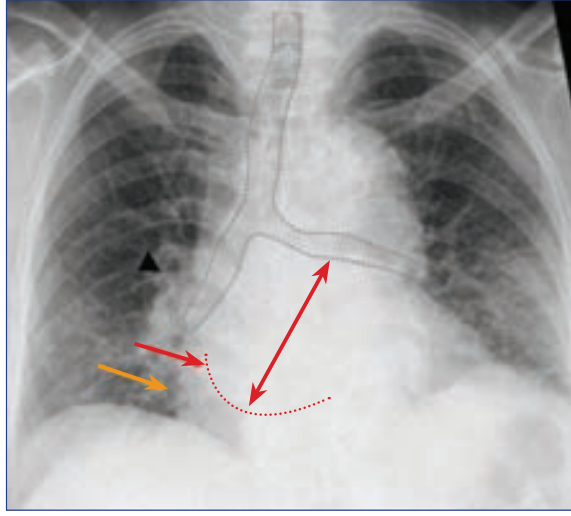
33: (A) Mitral stenozunda sol atriyum büyümesinde çift kontur (kırmızı ve turuncu oklar) ve karina açısının artışı ("iki başlı" sol atriyum ile itilen sol bronşu göstermekte) ile PA göğüs radyografisi. (B) Akut pulmoner ödemin interstisyel evresine sekonder bulgular Peribronşiyal manşonlanma ve perihiler puslanma (ok başı).
